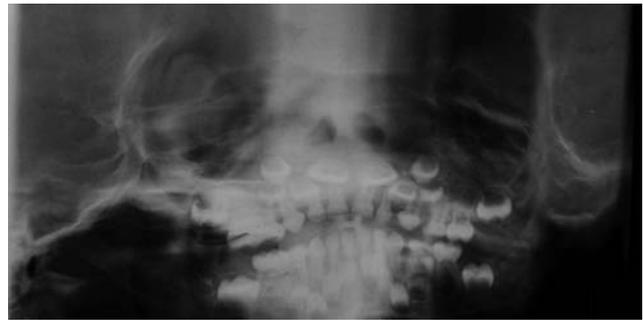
Radiografia panorâmica da paciente aos três anos de idade. Observa-se constrição no limite amelocementário nos molares decíduos
